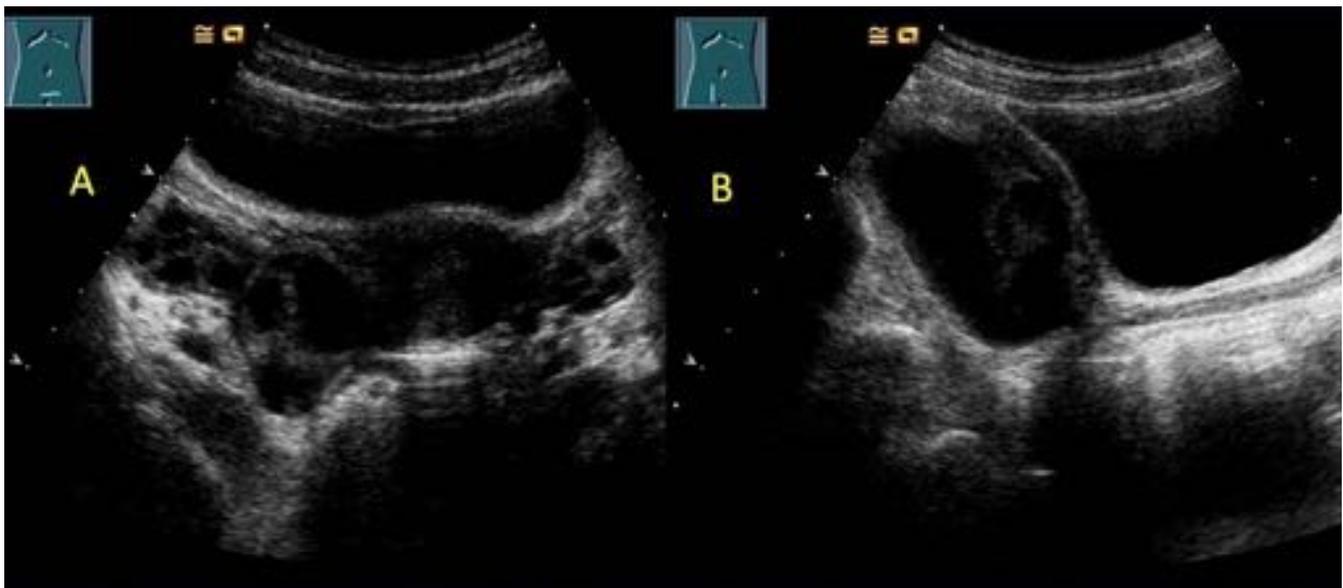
Niña, 12 años. Dolor pélvico agudo focalizado en FID. A: Ecografía pélvica en proyección axial: imagen anecoica tubular con paredes engrosadas y morfología en ovillo localizada entre el útero y el ovario derecho. B: Ecografía en proyección sagital para estudio de la lesión visualizada en (A): imagen tubular anecoica de paredes engrosadas y extremo adelgazado de localización posterior al útero.
